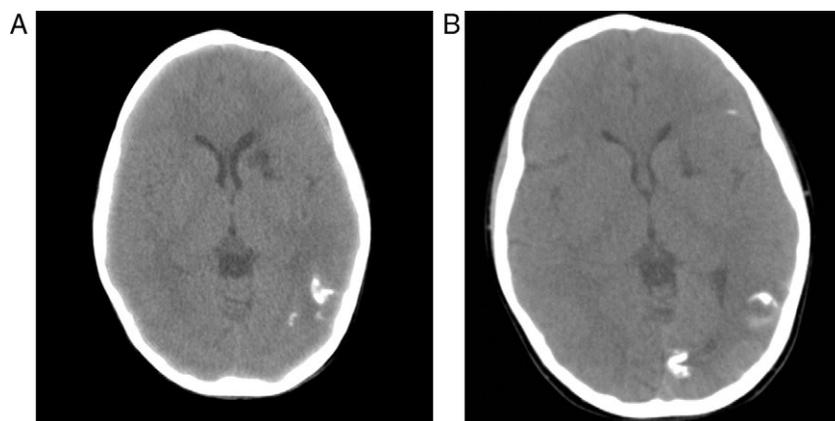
TC craneal. A) Con 4 años de edad. B) Con 7 años de edad.
